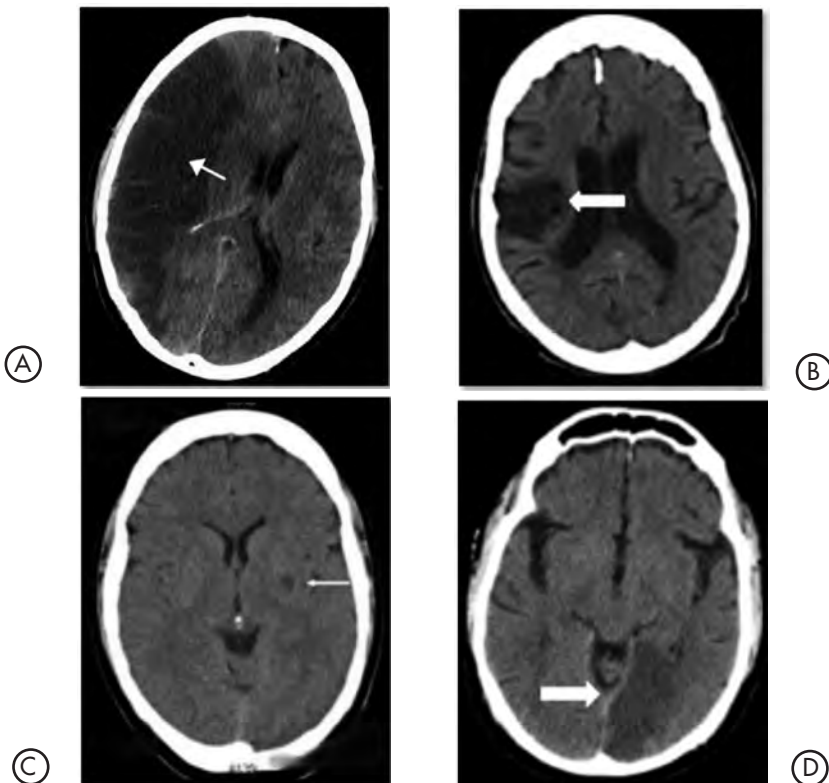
Ejemplos de TAC craneal basal de los subtipos de ictus según la Clasificación de Oxford: TACI A; PACI B; LACI C; POCI D.
